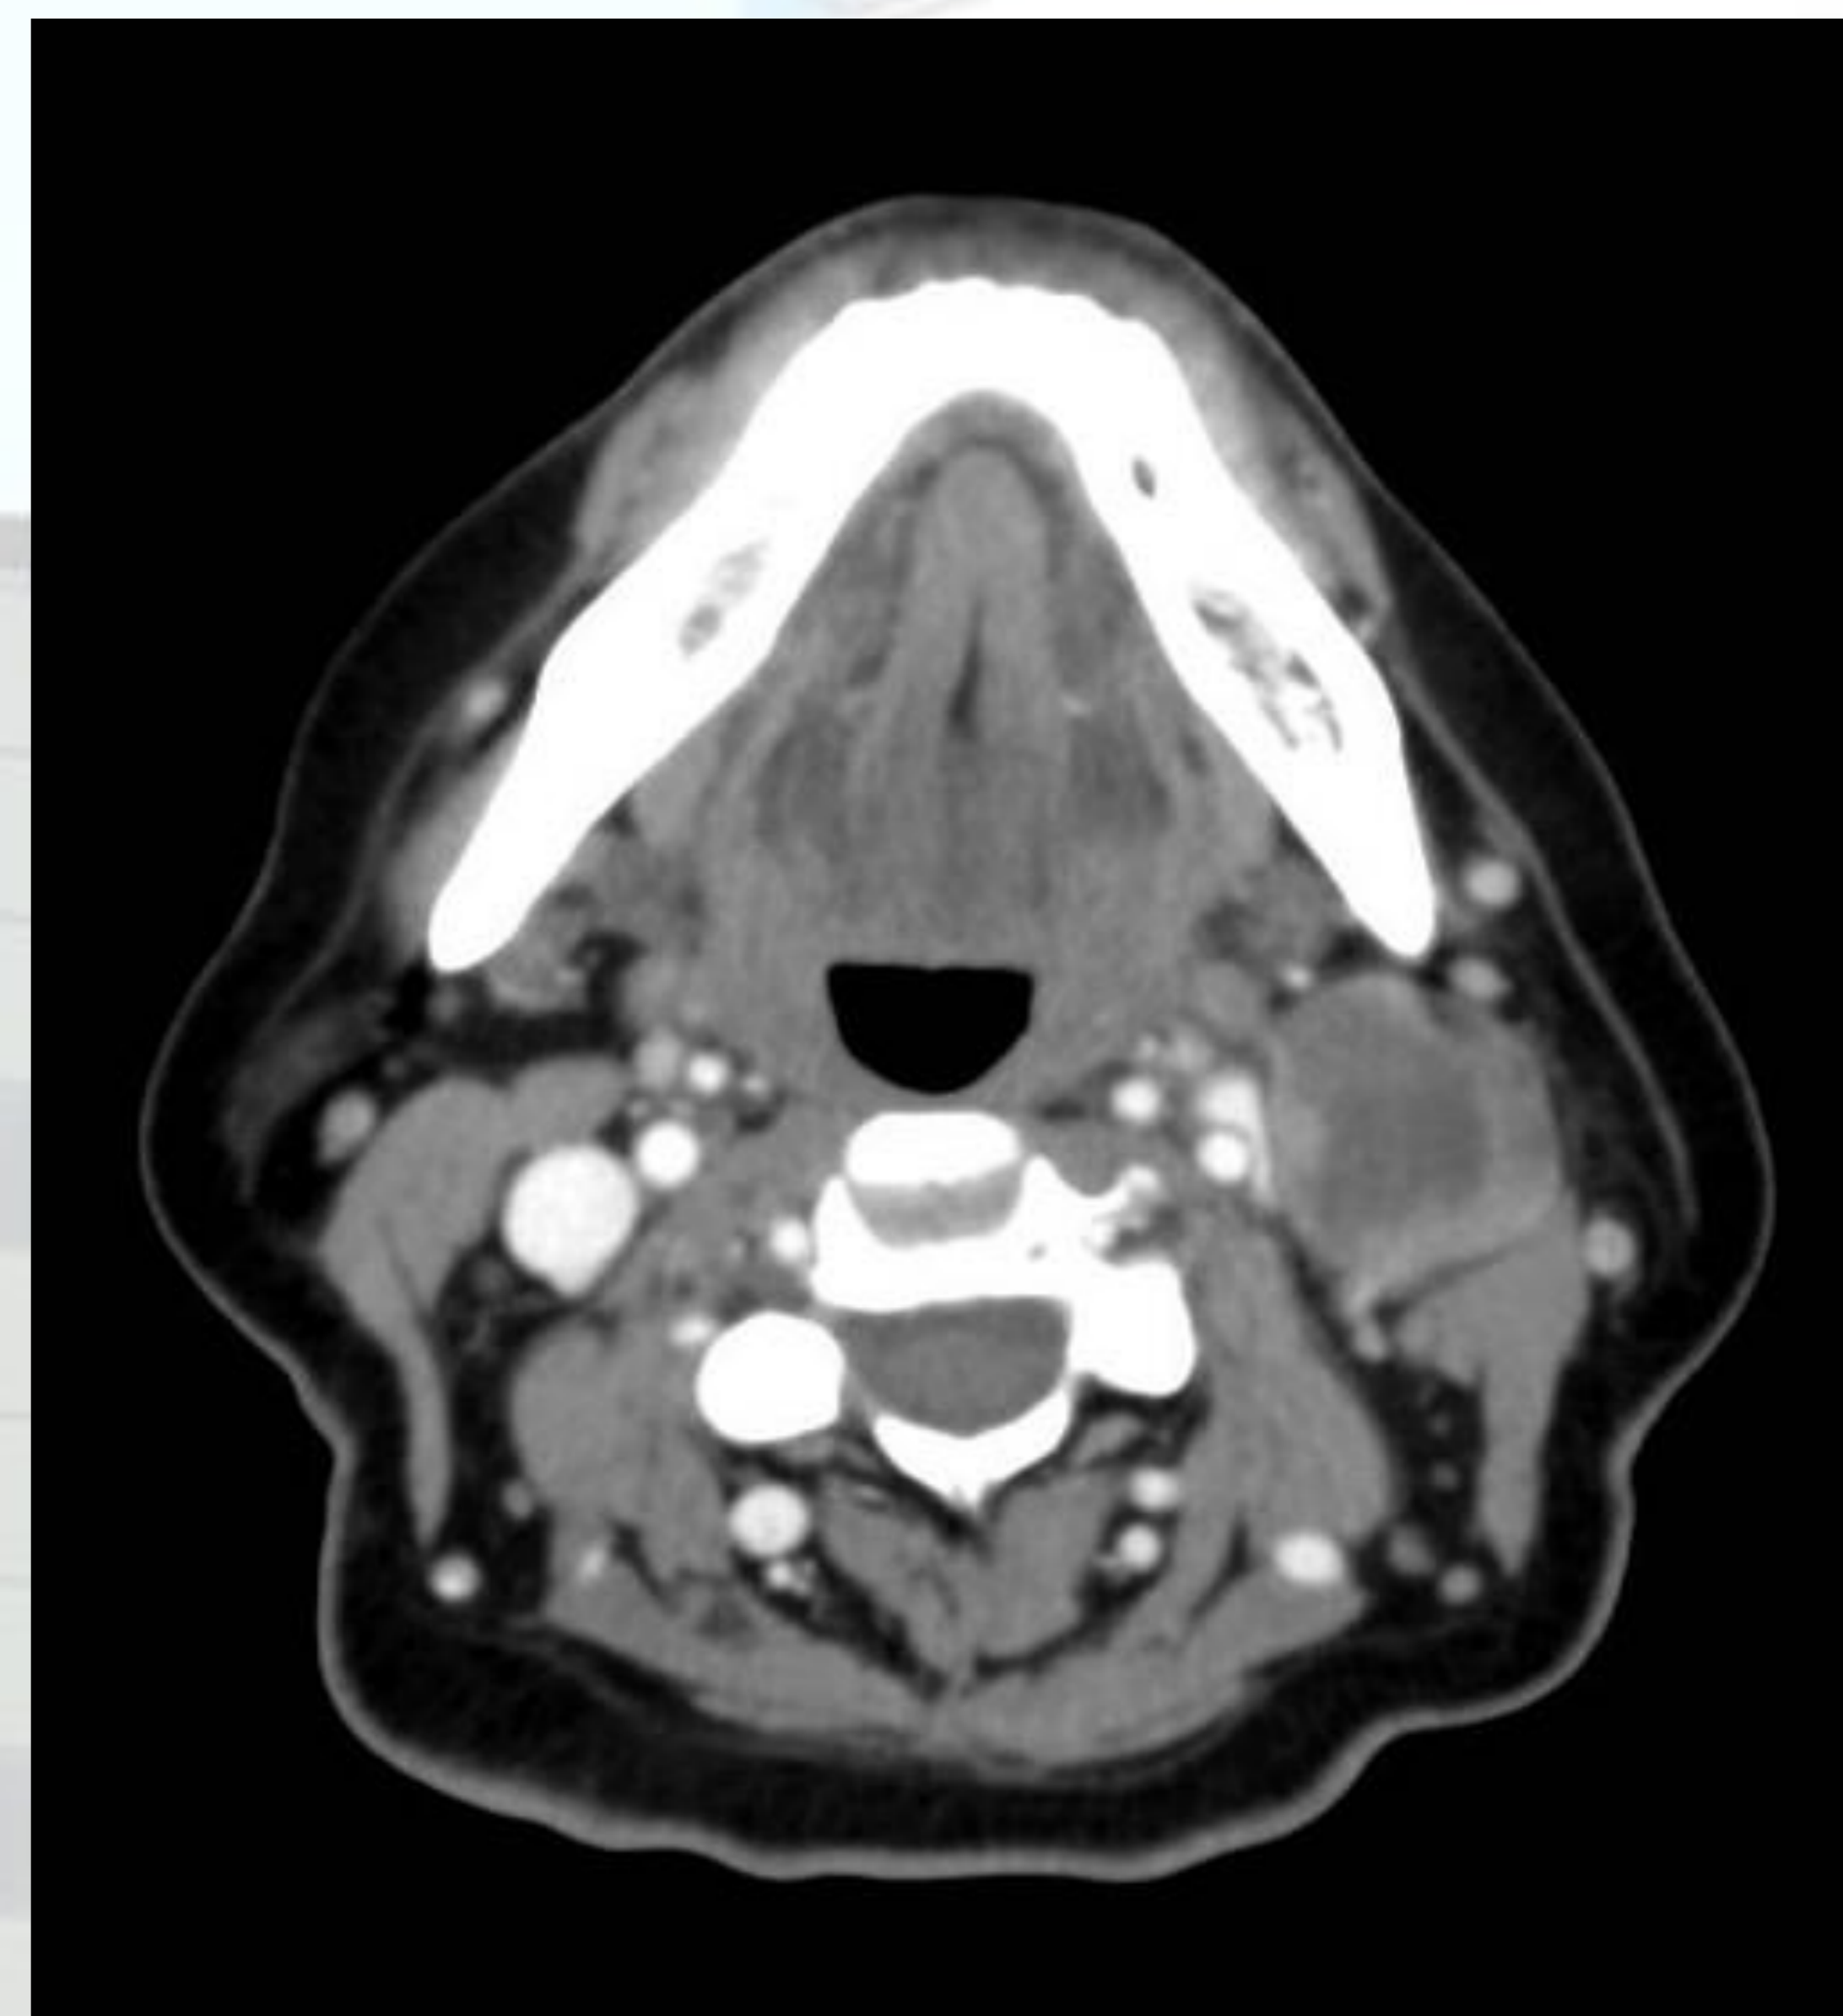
TC al diagnóstico (10/04/2015)
